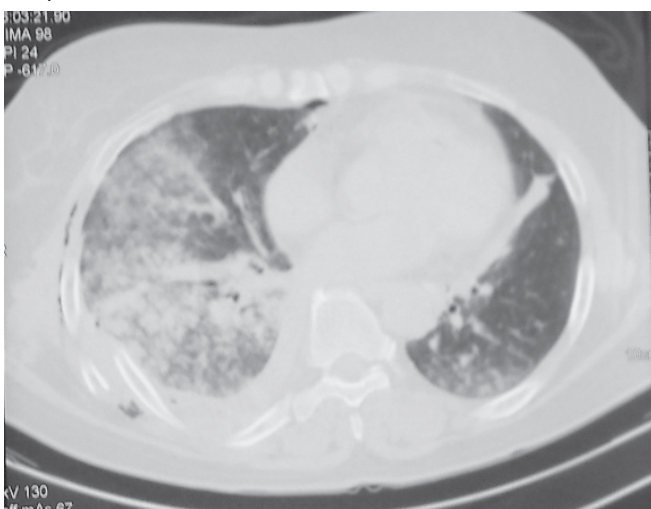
МСКТ грудной клетки. Гемоторакс справа, ушиб легкого.
